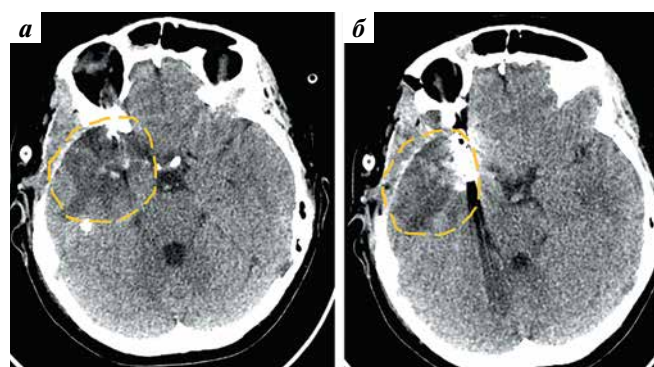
Компьютерная томография головного мозга пациента 5 после клипирования аневризмы М1–М2-сегментов правой средней мозговой артерии. Зона ишемии передних отделов правой височной доли отмечена оранжевой штриховой линией
